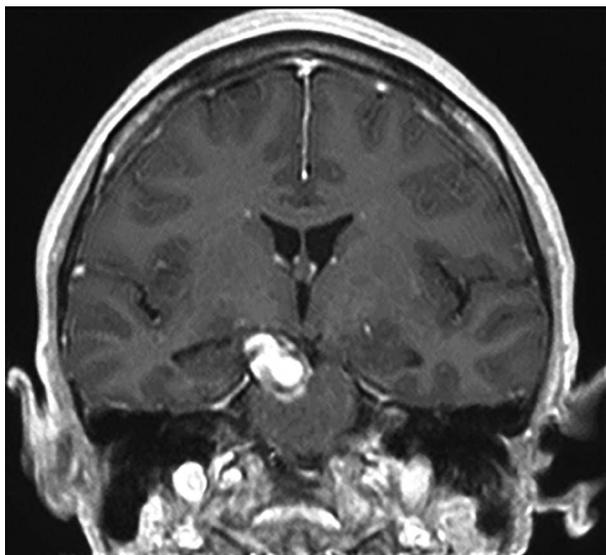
Resonancia magnética corte coronal. Lesión redondo-ovalada hiperintensa. Postratamiento.
